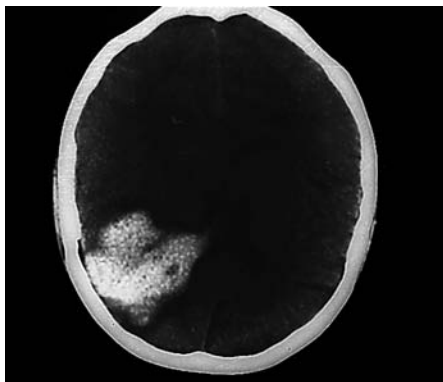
Embolia cerebral (tomografía computarizada).
